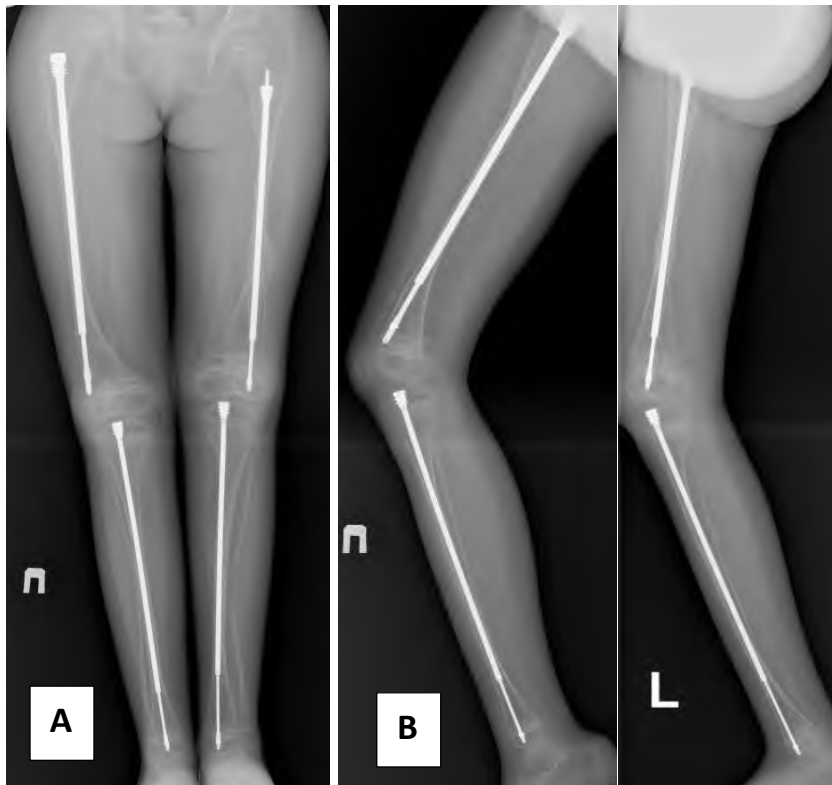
Рентгенография нижних конечностей в прямой (А) и боковой (В) проекциях. Ось нижних конечностей правильная. Телескопическая функция штифтов в левой бедренной и обеих большеберцовых костях сохранена. Миграция телескопического штифта в правой бедренной кости через 22 месяца после установки.
